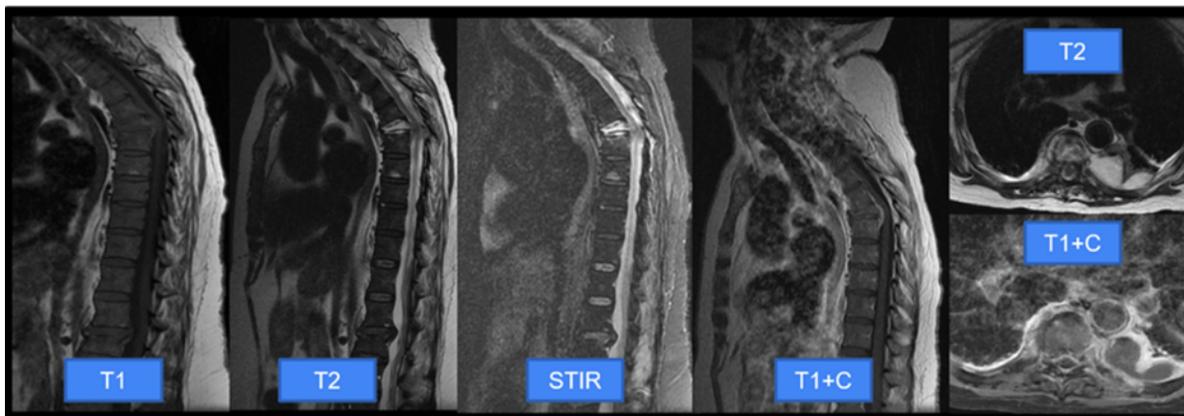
RM de columna dorsal con contraste intravenoso. Secuencias sagitales potenciadas en T1, T2, STIR y T1 poscontraste. A la derecha se muestran imágenes axiales potenciadas en T2 (arriba) y T1 poscontraste (abajo). Se observa un evidente aumento de intensidad de señal STIR compatible con edema en el disco intervertebral D6-D7 y en el cuerpo de D6. Tras la administración de contraste intravenoso, se observa un aumento de realce difuso y se delimita una colección hipocaptante de paredes gruesas en la región paravertebral izquierda que produce atelectasia pasiva del parénquima pulmonar adyacente. Estos hallazgos son altamente sugerentes de espondilodiscitis D6-D7 con destrucción por contigüidad del cuerpo de D6 y absceso paravertebral izquierdo.
